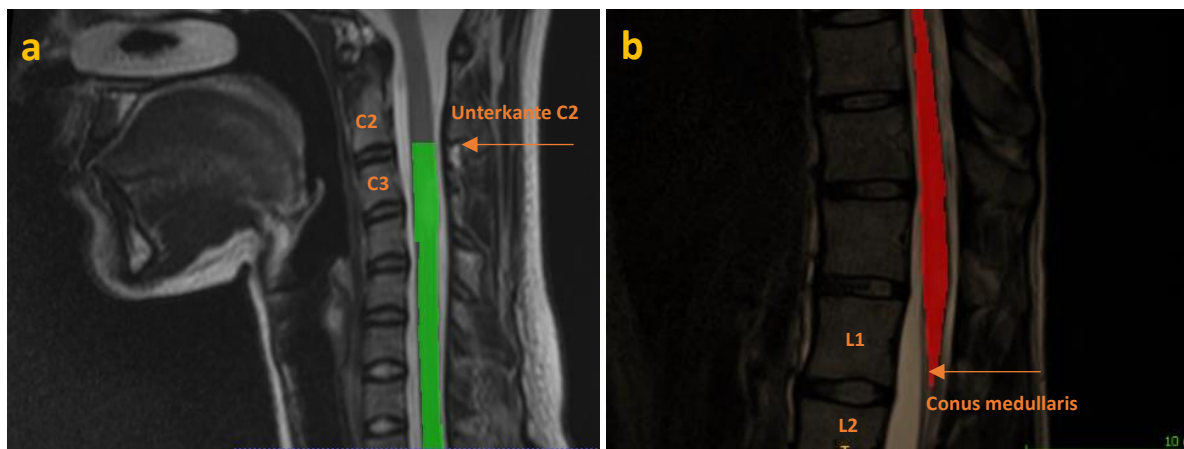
Festlegung der anatomischen Landmarken für die Berechnung des Volumens auf den sagittalen MRT Bildern
